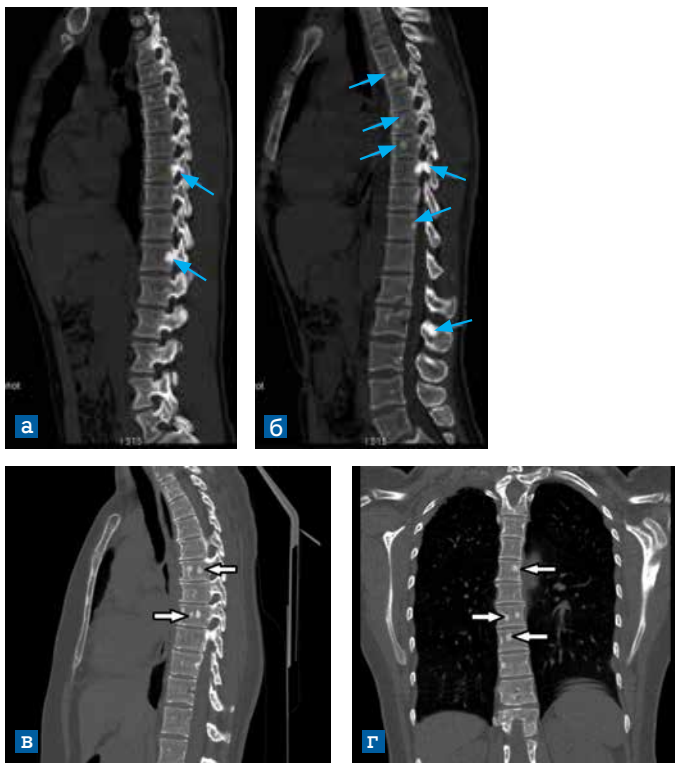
МСКТ изображения позвоночника. а, б, в) сагиттальная проекция; г) коронарная проекция.
